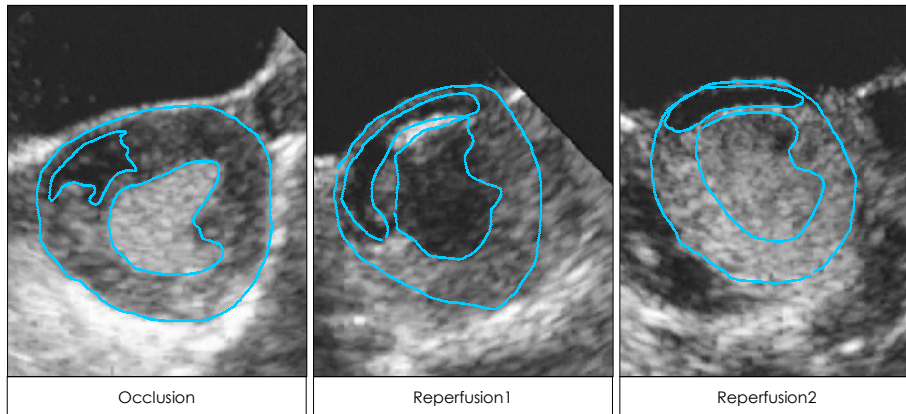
Myocardial contrast echocardiography at short axis view of mid-left ventricle level, during occlusion of left anterior descending artery, immediately after reperfusion and 1 hour after reperfusion.
